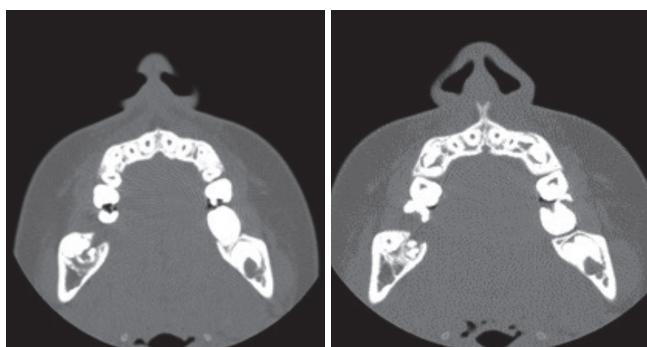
TAC: se objetivan dos formaciones adyacentes a la corona del 46 compatibles con odontoma compuesto.
